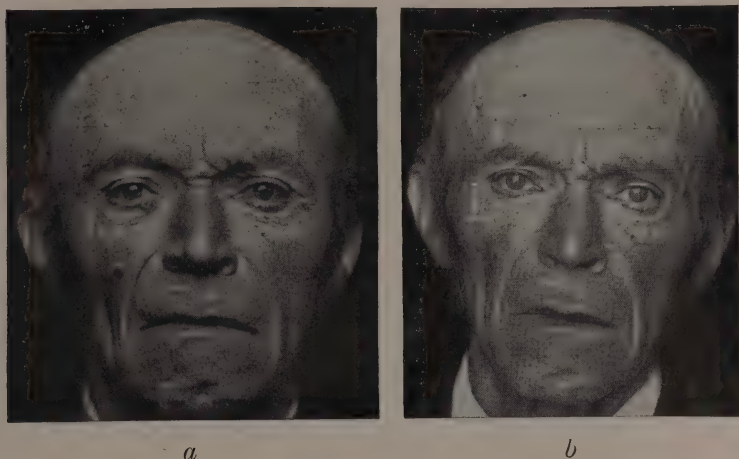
a* Karzinom des Unterlides; *b* geheilt durch Röntgenstrahlen.
